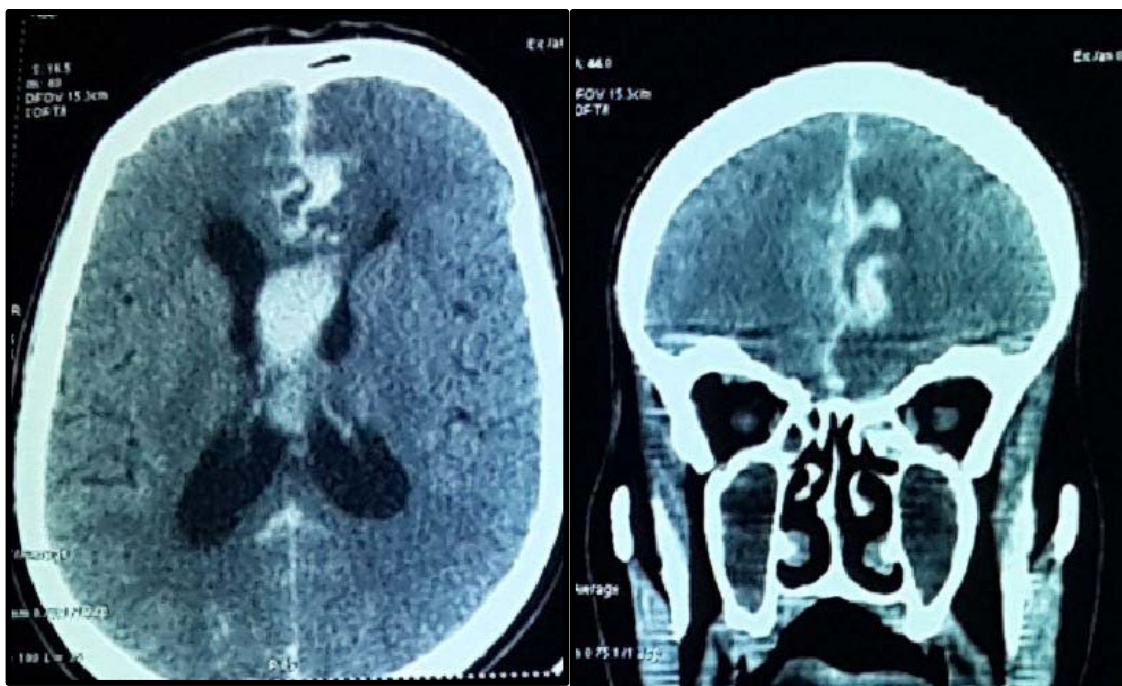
TDM Cérébrale sans injection : AVC hémorragique sur anévrisme de la communicante antérieure, associé à une hémorragie méningée intraventriculaire et au niveau de la faux du cerveau
